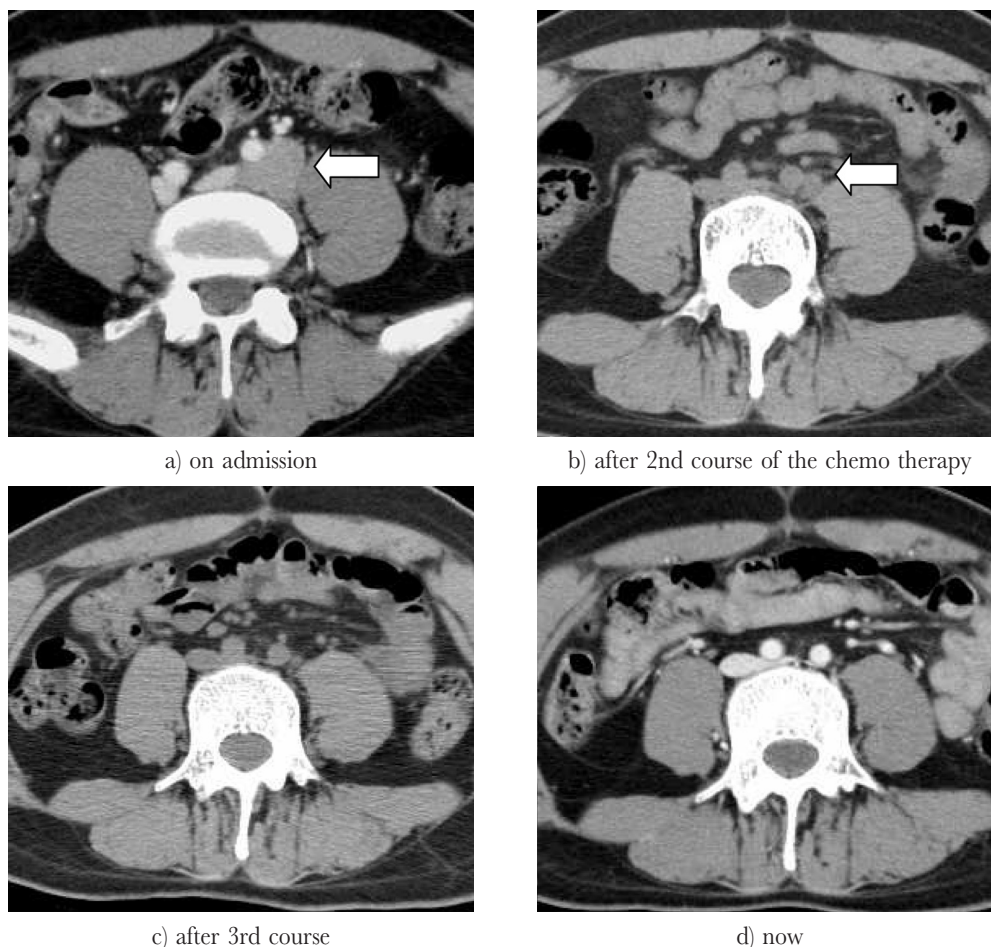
Computed tomography (CT) demonstrates left paraaortic and left iliac nodal recurrence of testicular tumor on admission. And the recurrence was disappeared after chemotherapy.
